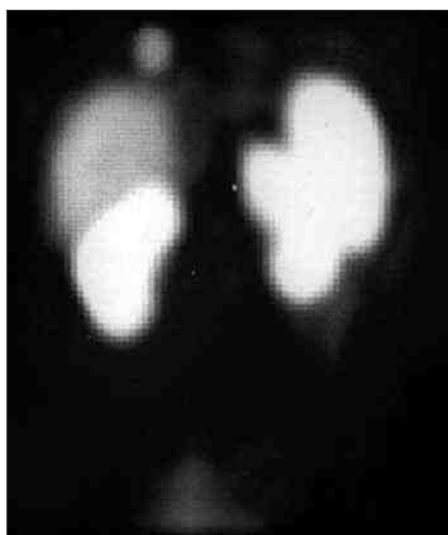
Сцинтиграфия с ^{111}In -октреотидом при гастриноме в зоне печеночно-двенадцатиперстной связки
